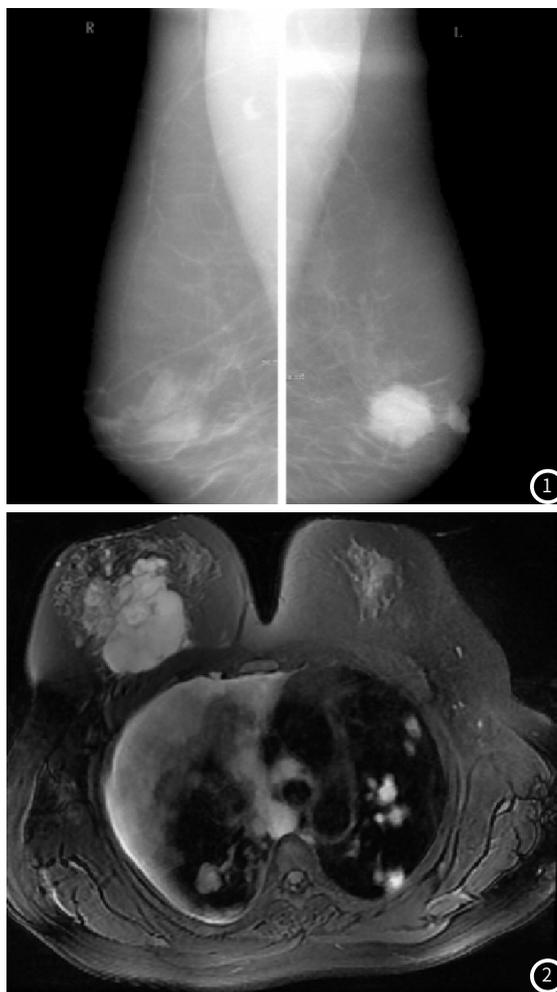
乳腺钼靶摄影图像可见左侧乳腺内见高密度肿块阴影，边缘分叶状，伴有乳头内凹陷。图2 MRI检查图像可见不规则形肿块，浸润性导管癌并肺内多发转移、胸腔积液。
